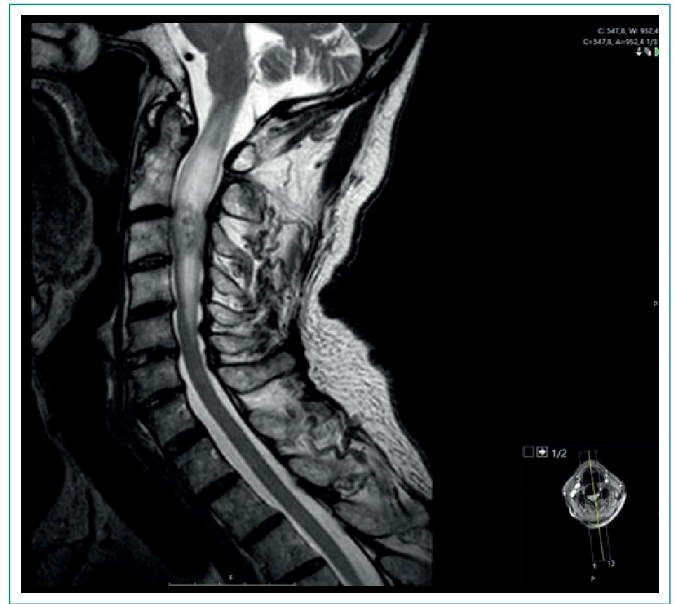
RMN con contraste potenciada en T1. Lesión expansiva. RMN con contraste potenciada en T2. Lesión expansiva intramedular en segmento cervical sugestiva de tumoración primaria (flecha).
